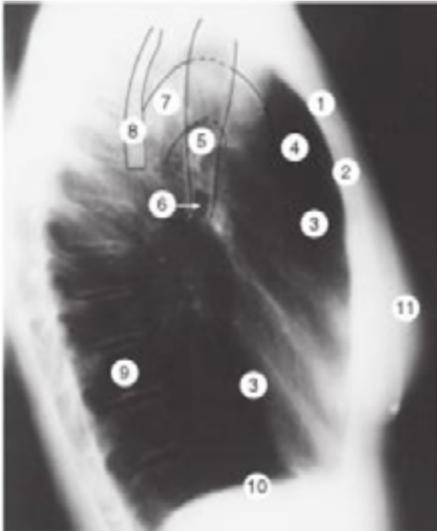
Radiografia tórax
